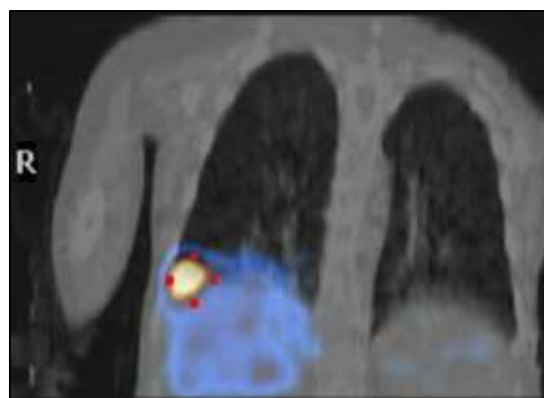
Gammagrafía HIDA con SPECT. Depósito del radiotrazador en el receso costofrénico lateral y posterior derecho, confirma fístula biliopleural con derrame bilioso derecho
